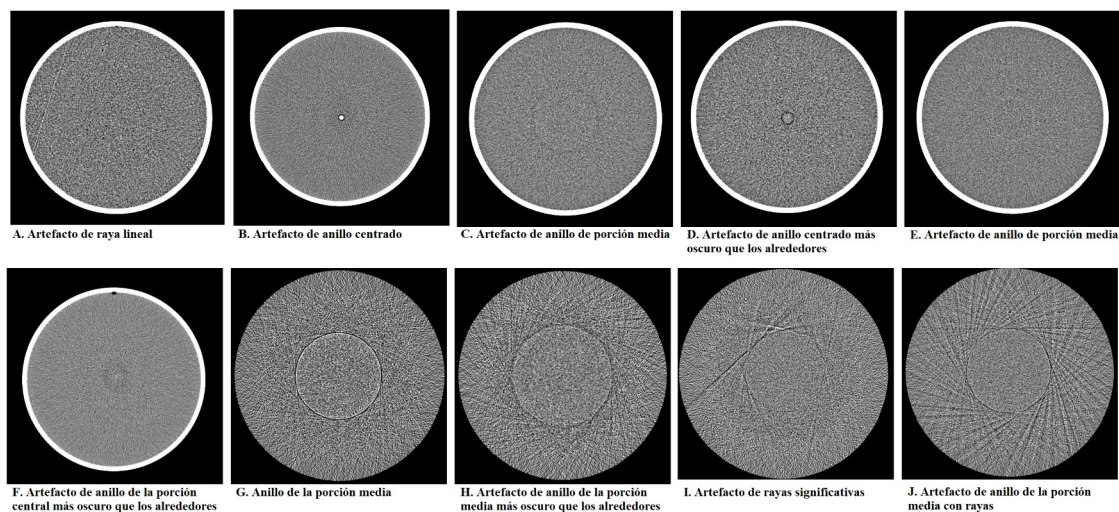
Ejemplos de artefactos en imagen CT del módulo 3 del maniquí ACR. Imágenes tomadas de Dillon et al. (2017, pp. 37–8). La terminología de los artefactos se muestra textualmente al pie de cada imagen particular.
